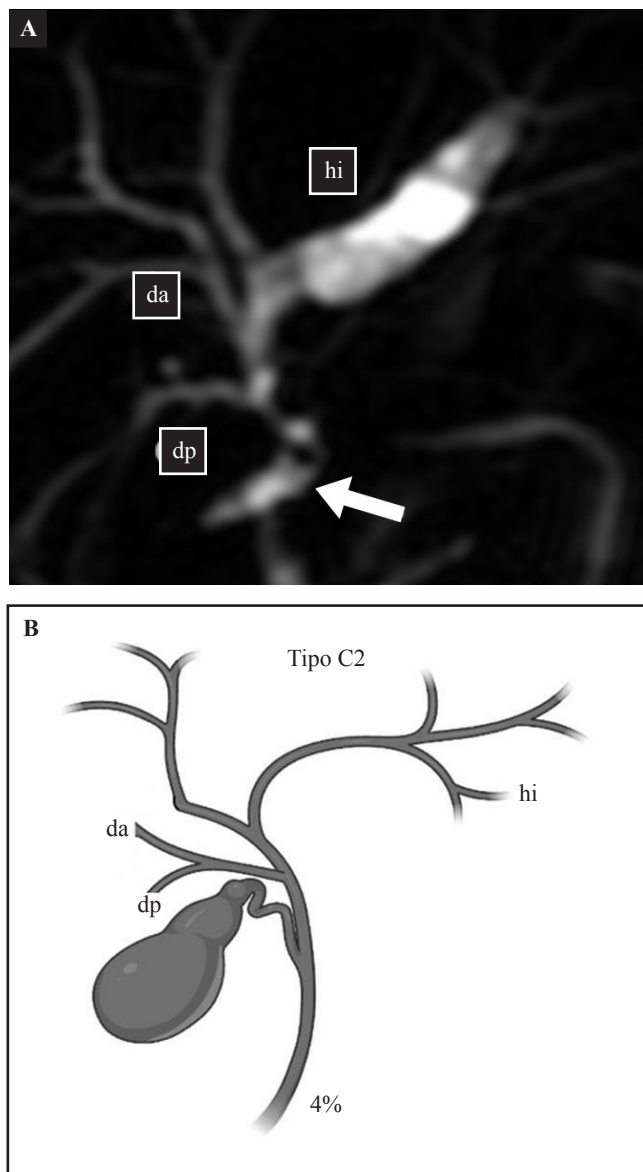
A. Colangioresonancia magnética (CRM). Sección completa de la vía biliar Strasberg E3. Trayecto fistuloso debajo de la confluencia de la vía biliar que drena en espacio subhepático (Flecha). B. Imagen representativa de la variante anatómica tipo C2 de la clasificación propuesta por Blumgart. Conducto hepático derecho posterior (dp) desembocando en el conducto hepático común, conducto hepático derecho anterior (da), conducto hepático izquierdo (hi).
